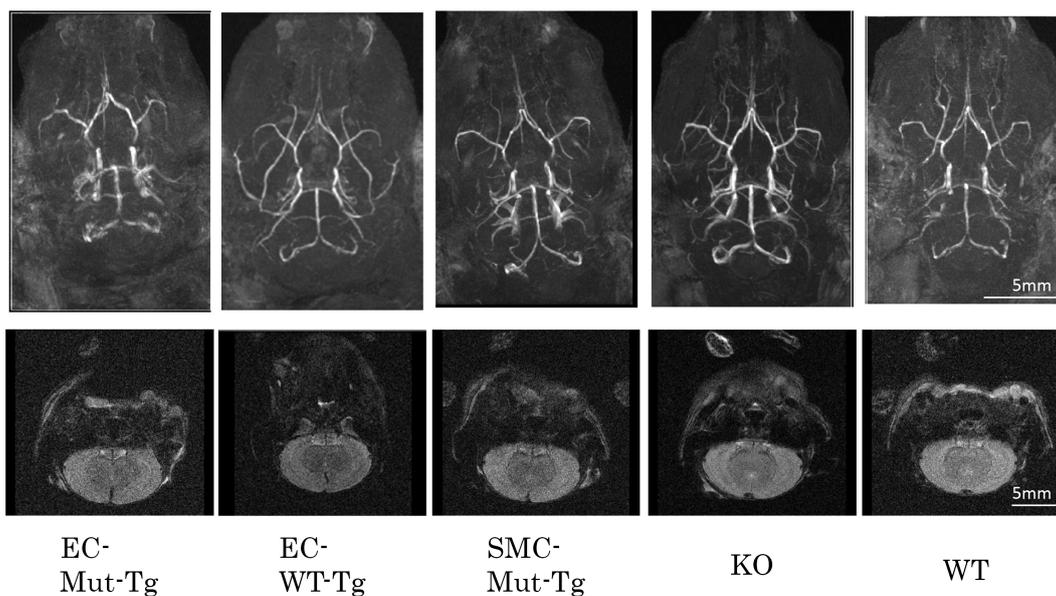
低酸素曝露した EC-Mut-Tg, EC-WT-Tg, SMC-Mut-Tg, KO および WT マウスの MRI イメージング.
